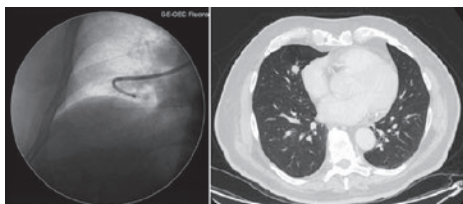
TBNA in guida fluoroscopica con broncoscopio ultrasottile.
